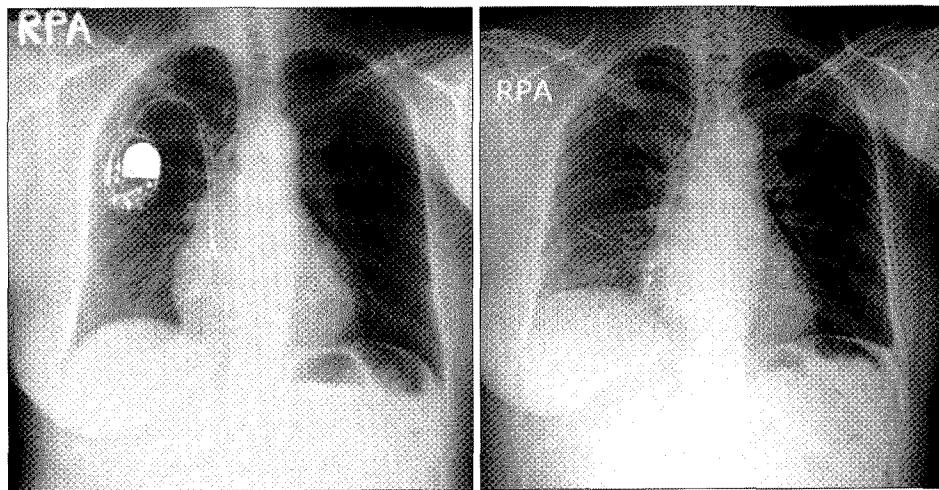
Preoperative and post-operative chest X-ray.
